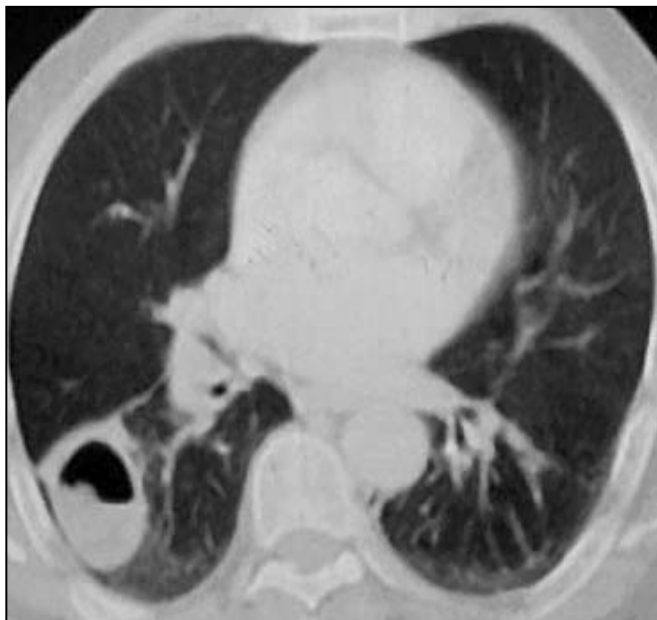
TDM Thoracique en fenêtre parenchymateuse montrant un kyste hydatique pulmonaire du lobe inférieur droit partiellement vomiqué dans les bronches : aspect mamelonné du niveau Hydro-aérique en rapport avec une membrane flottante
